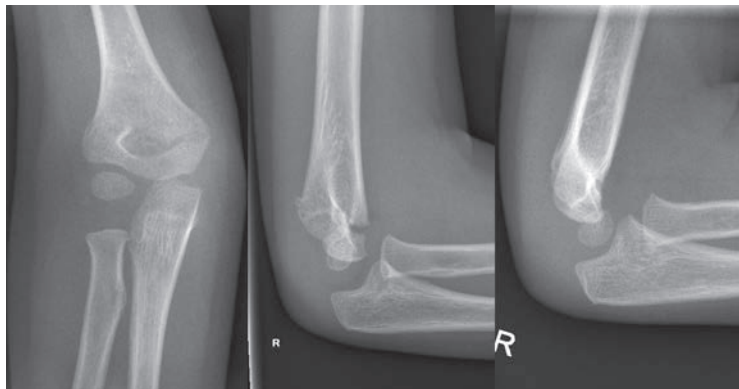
Suprakondyläre Humerusfraktur eines 6-jährigen Mädchens. Nur geringe Angulation und Behandlung mit Cuff and Collar. Im Verlauf regelrechte Stellung und Konsolidation. Bei den Verlaufsrontgenbildern genügt in der Regel eine Seitenaufnahme.
